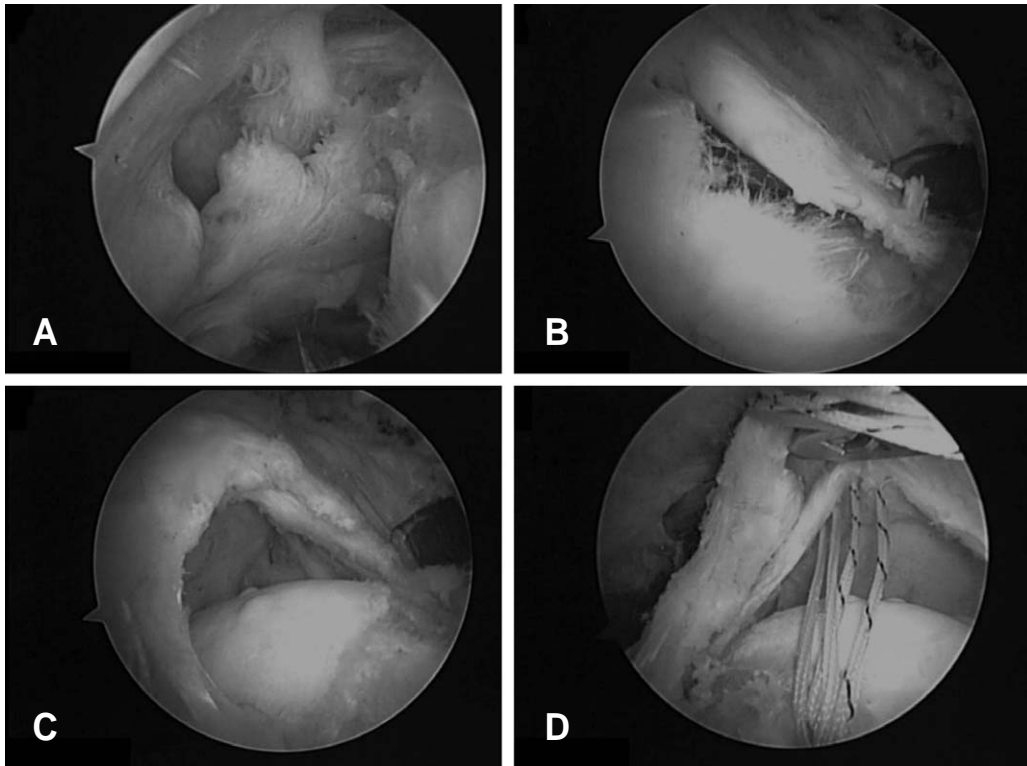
Arthroscopic findings of this patient revealed that (A, B) traumatic torn tendons are shown over the base of delaminated degenerative tear. This complex configuration might to lead the discrepancy between USG and MRA. (C) After debridement of torn and devitalized end, large tear was easily identified. (D) Delaminated portion sutured with medial anchor was seen.
